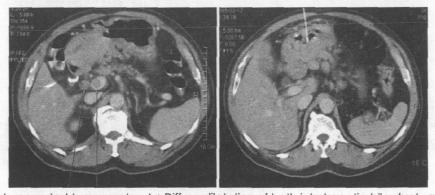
Abdominal computed tomography. A: Diffuse dilatation of both intrahepatic bile duct and extrahepatic bile duct with ductal enhancement at common bile duct was noted. B: Wall thickening involving antrum wall was seen.
